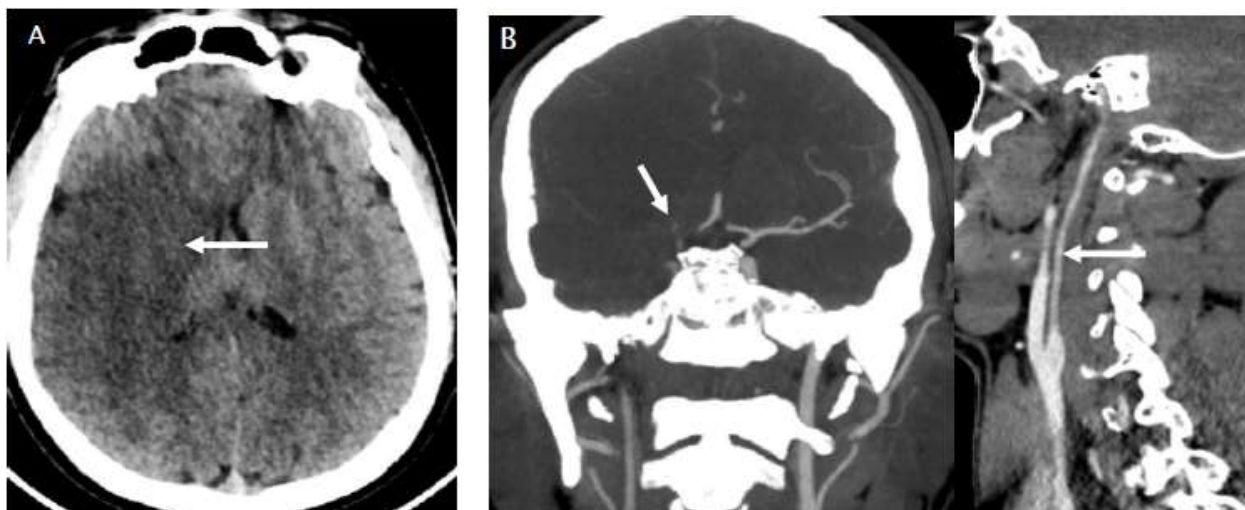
Patient âgé de 45 ans, hémiplégie gauche à H6, TDM cérébrale en contraste spontané (A), angioscanner des TSA et du PW en coupe coronale centrée sur la terminaison carotidienne (B) : AVCI du territoire sylvien total, avec occlusion du T carotidien et une dissection de l'artère carotide interne droite.
